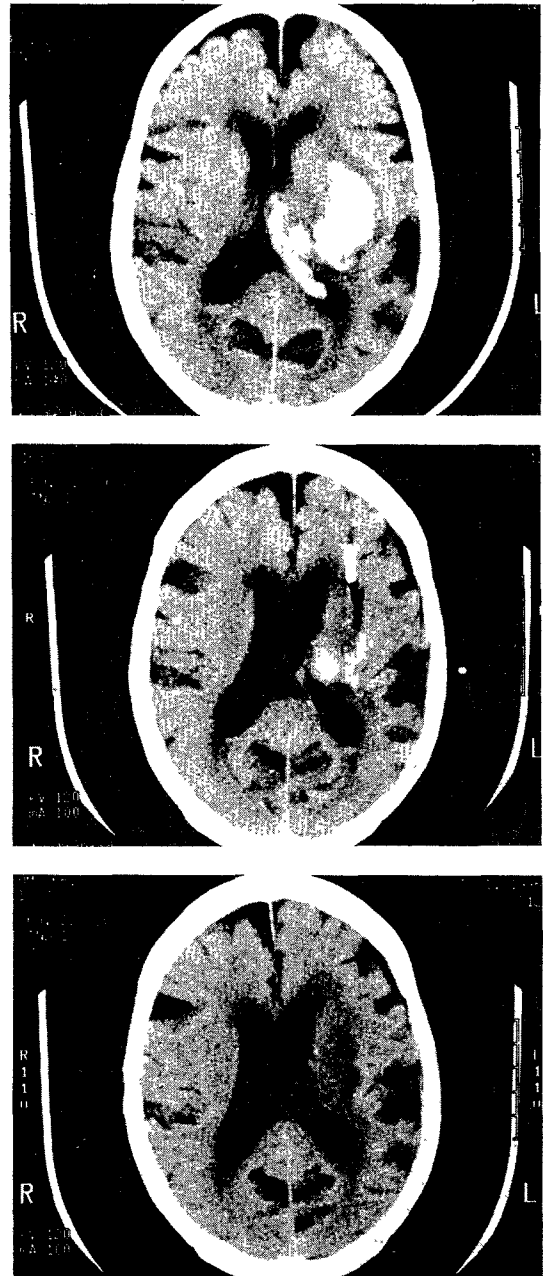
Computerized tomography in a patient with a large ganglionic hematoma with an intraventricular hemorrhage.
